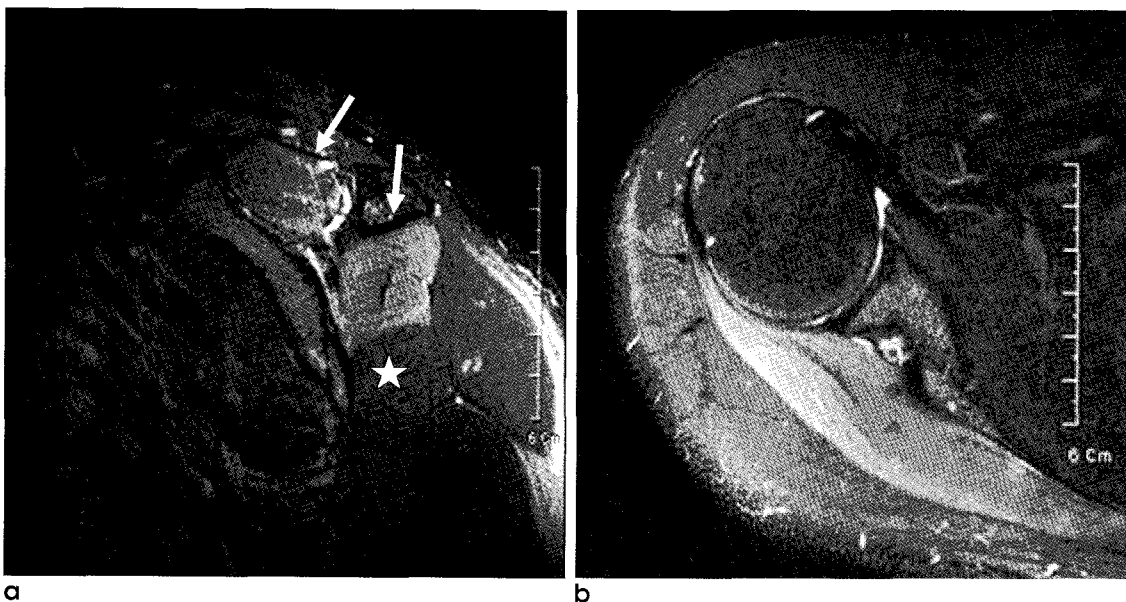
Parsonage-Tuner syndrome. 22-year-old-man with isolated involvement of suprascapular nerve who had shoulder pain for 5 months. Sagittal oblique and axial T2-weighted fast spin-echo MR image with fat saturation show high signal intensity throughout supraspinatus and infraspinatus muscles (arrows) compared with normal signal intensity throughout teres minor muscle (star).
